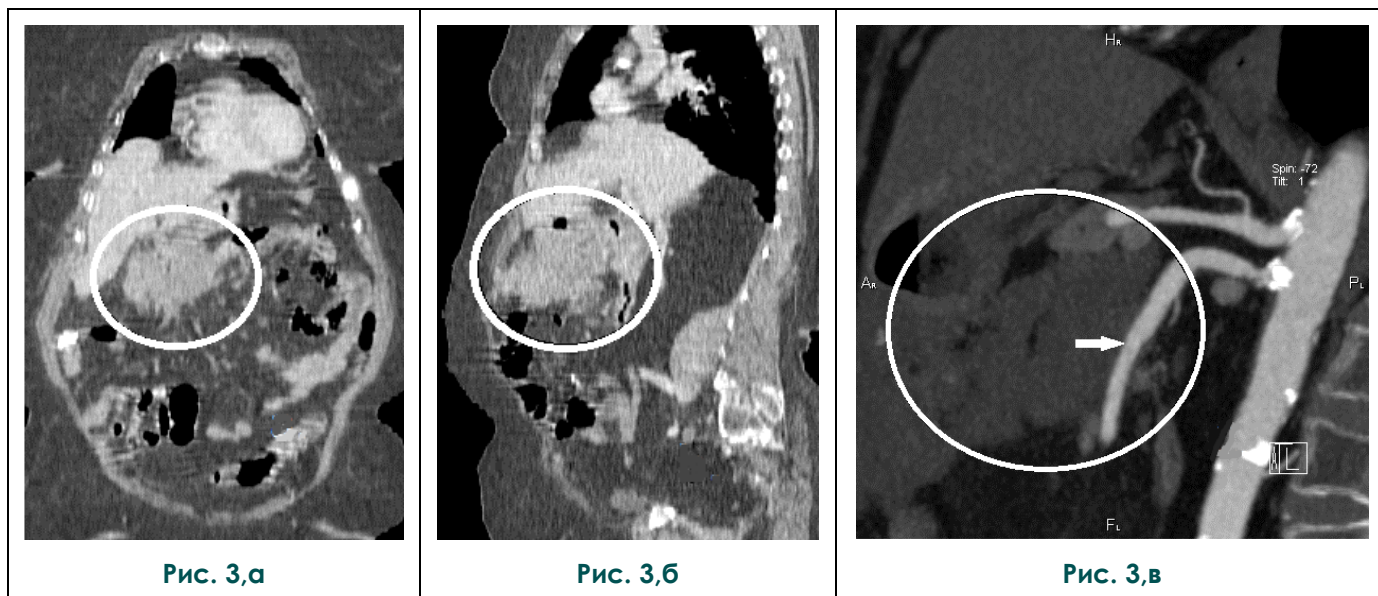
МСКТ. Мультипланарная реконструкция.
